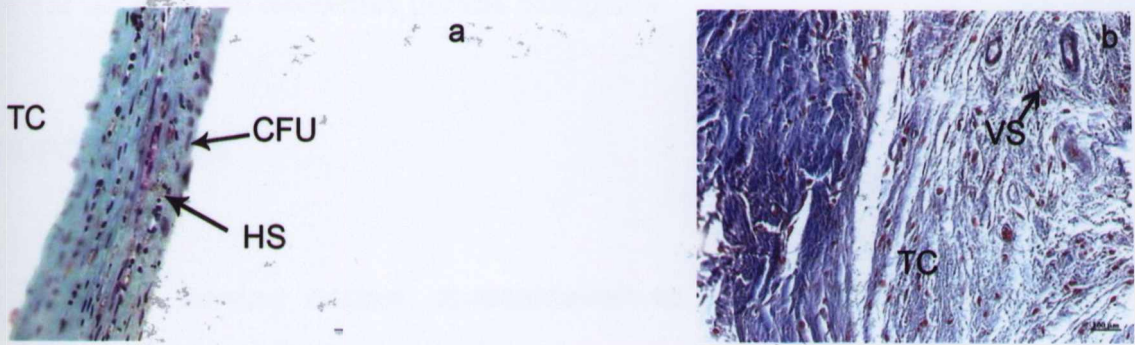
GI 45D. a) GOLDNER – Área central do defeito. Presença de células fusiformes e hemossiderina; b) MASSON – Área Central do defeito. Tecido conjuntivo frouxo, vasos sanguíneos e células fusiformes. Legenda: Tecido conjuntivo (TC); Célula fusiforme (CFU); Hemossiderina (HS); Vaso sanguíneo (VS).
